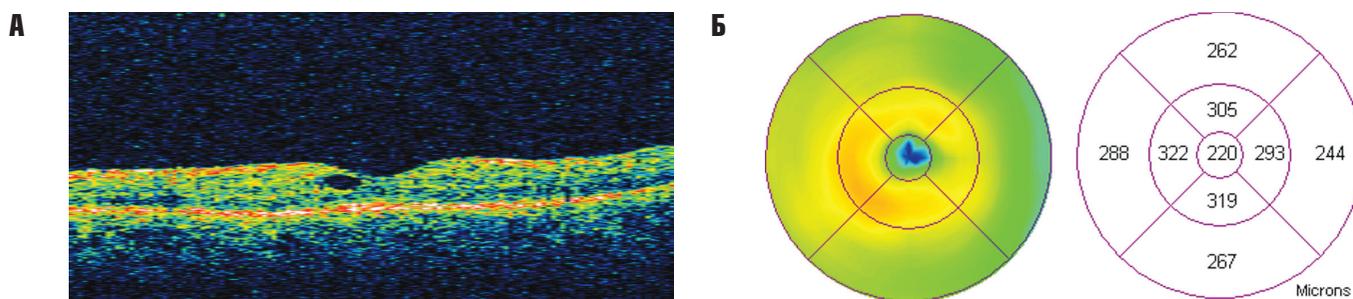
Данные оптической когерентной томографии макулярной области OS.
